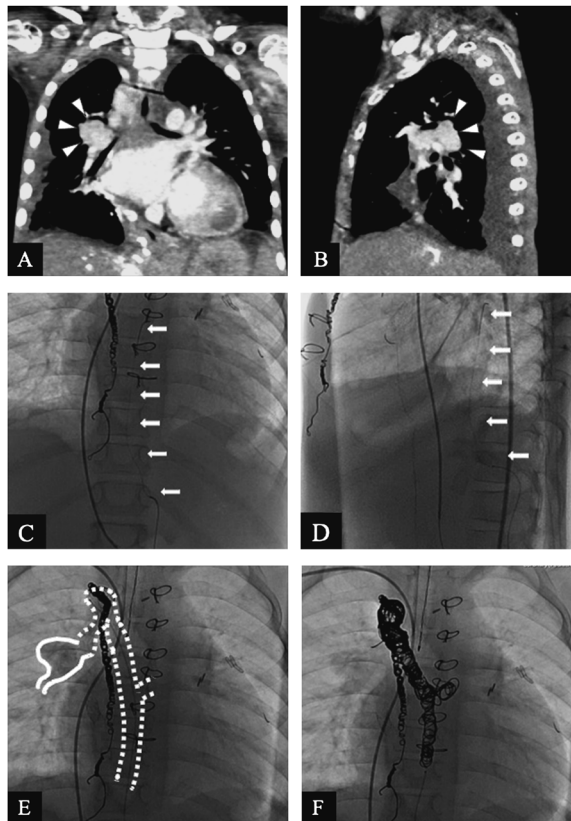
Venovenous collaterals: A) Coronal CT angiography shows venovenous collaterals (arrowhead). B) Sagittal CT angiography shows venovenous collaterals (arrowhead). C, D) The microcatheter (arrow) was advanced through 4Fr catheter into the left renal vein to the azygos vein. C: anteroposterior view D: lateral view. E) The microcatheter was further advanced from the azygos vein (white dot) to the right upper pulmonary vein (white line). F) Coil (arrowhead) embolization for venovenous collaterals was completed.
